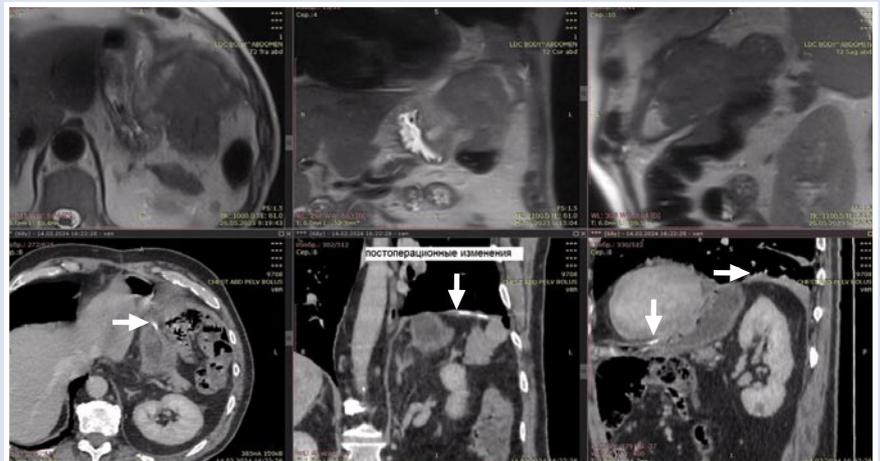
Пациент К., КТ-картина органов грудной и брюшной полостей через 6 месяцев после операции.
